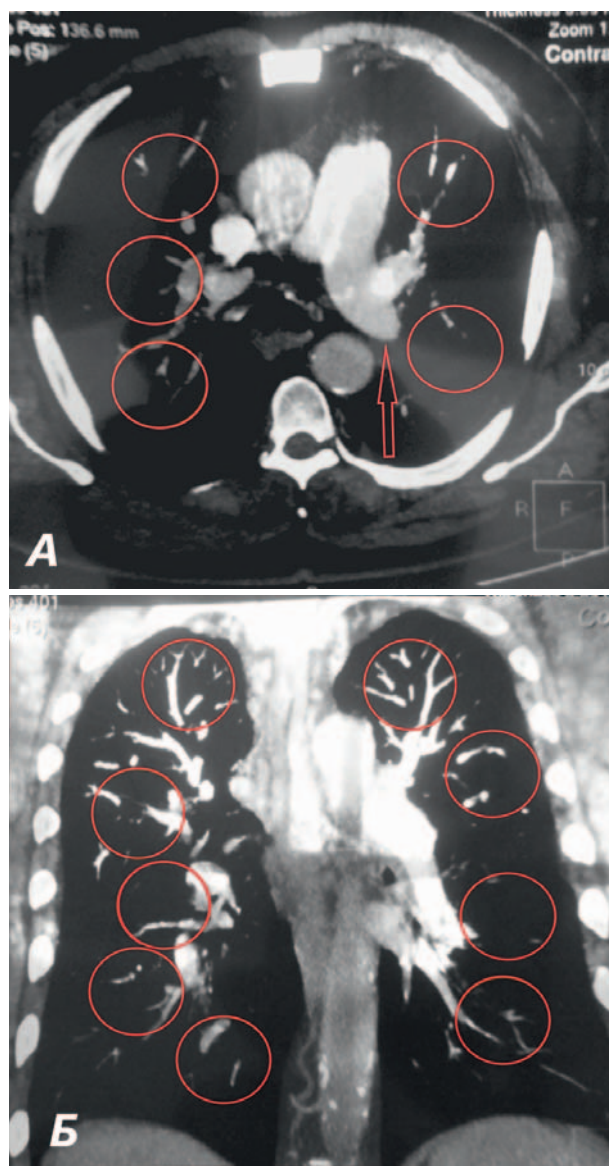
СКТ ангиопульмонография от 05.05.2018 г. А, Б — указаны дефекты наполнения легочной артерии и ее ветвей.
